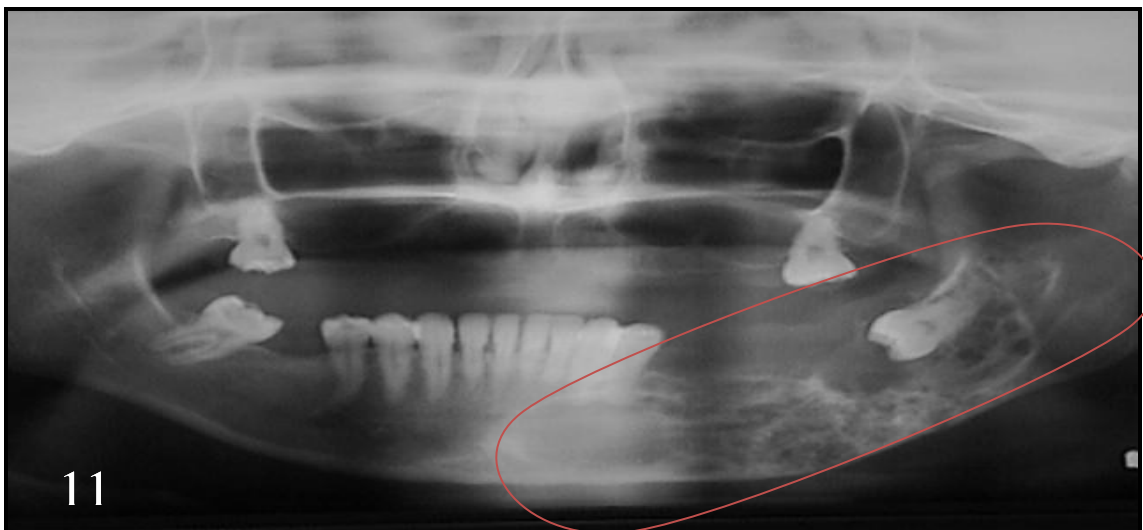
Radiografia panorâmica apresentando aspecto multilocular do extenso ameloblastoma envolvendo todo o corpo de mandíbula do lado esquerdo e uma imagem cística em região anterior de mandíbula no ápice dos dentes incisivos.
